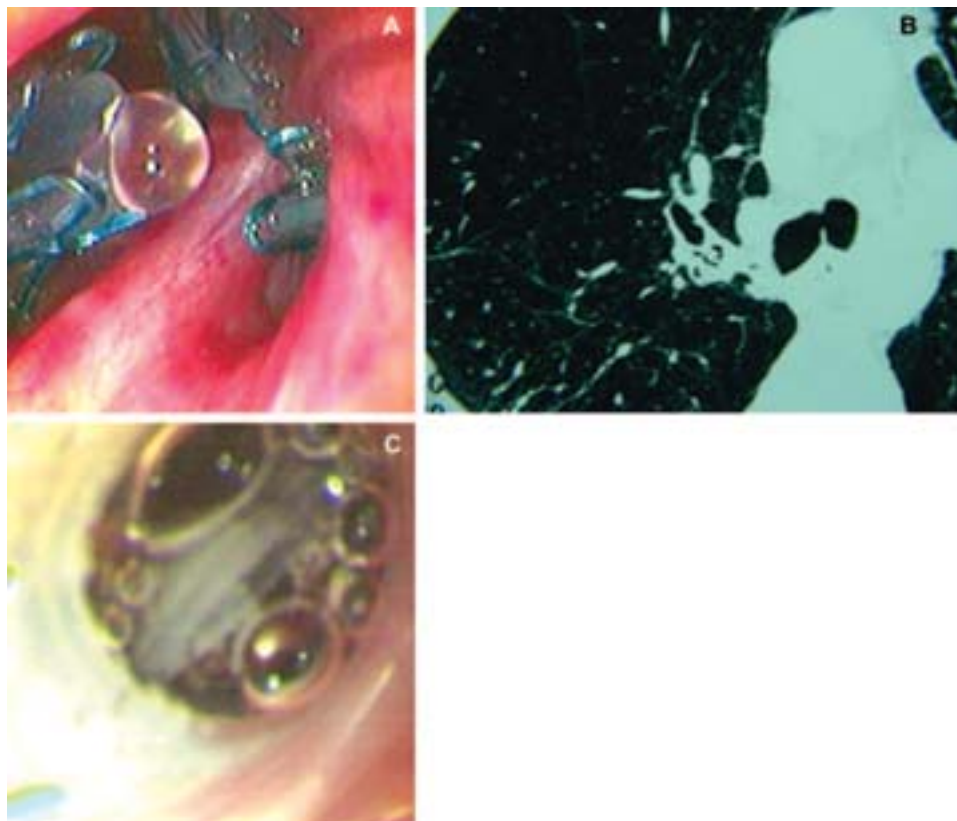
Il controllo a 6 mesi mostra una VBU-TS nel segmento B3 con secrezioni mucose (*in alto a sinistra, A*), immagine TC di una VBU-TS nel segmento B1 (*in alto a destra, B*) e una VBU nel segmento B3 al controllo a 24 mesi (*in basso, C*).
